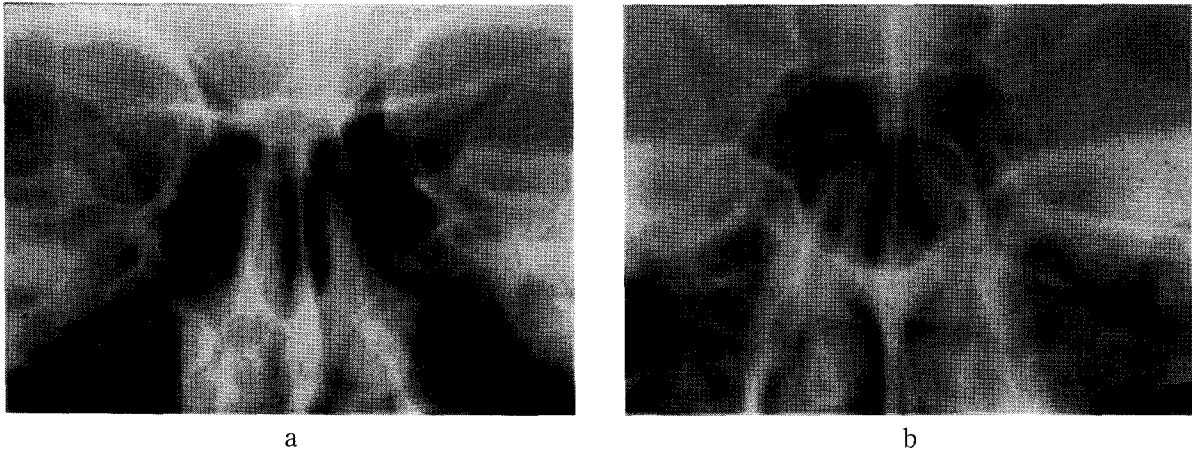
전후방 방사선 사진에서 관찰되는 Sella turcica의 두 가지 유형. 좌측(a)은 오목한 기저부를 갖고 있으며 우측 사진(b)은 볼록한 기저부를 보인다.
